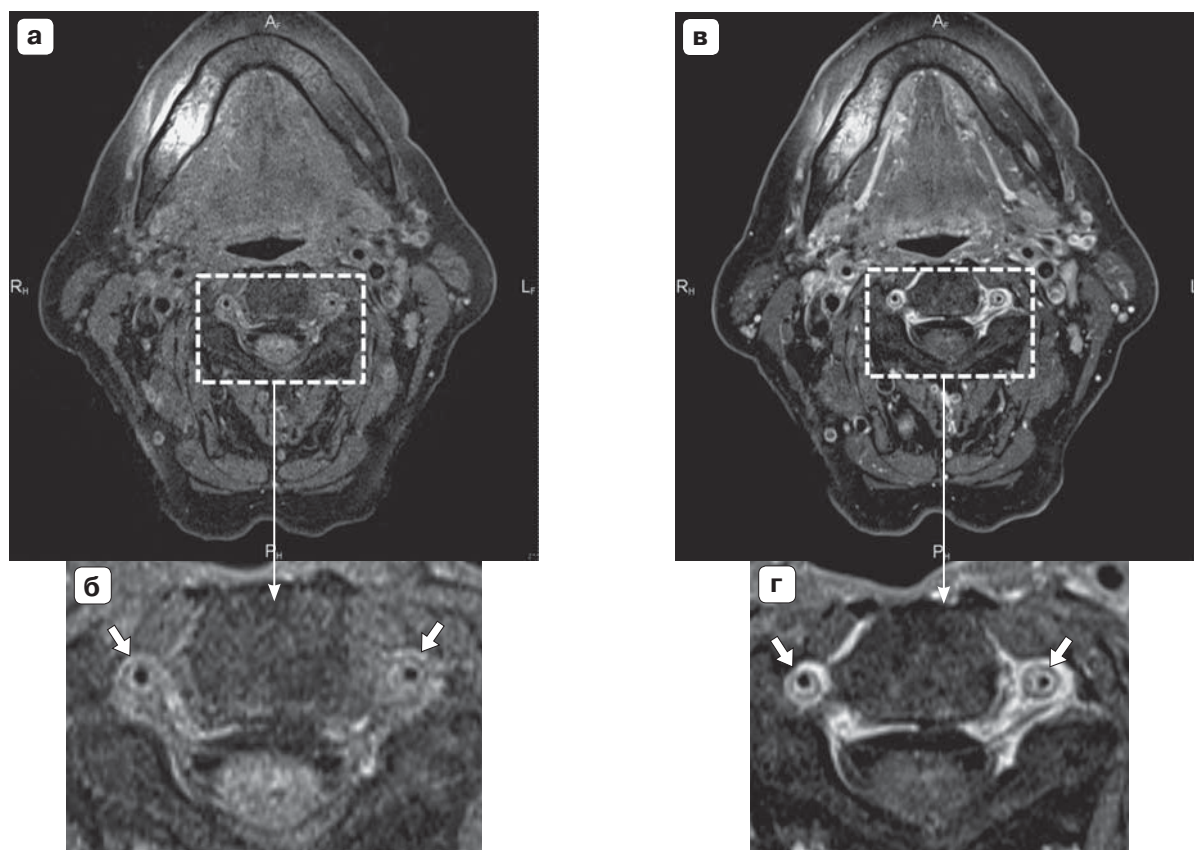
Магнитно-резонансная томография (Т1 взвешенные изображения) до и после контрастного усиления (аксиальная проекция). До контрастного усиления (а) визуализируются концентрически утолщенные стенки правой и левой ПА (стрелки на увеличенном фрагменте (б), обозначенном пунктирным прямоугольником). После контрастного усиления (в) определяется накопление контраста (гиперинтенсивный сигнал) в утолщенной стенке ПА (стрелки на увеличенном фрагменте (г), обозначенном пунктирным прямоугольником).
